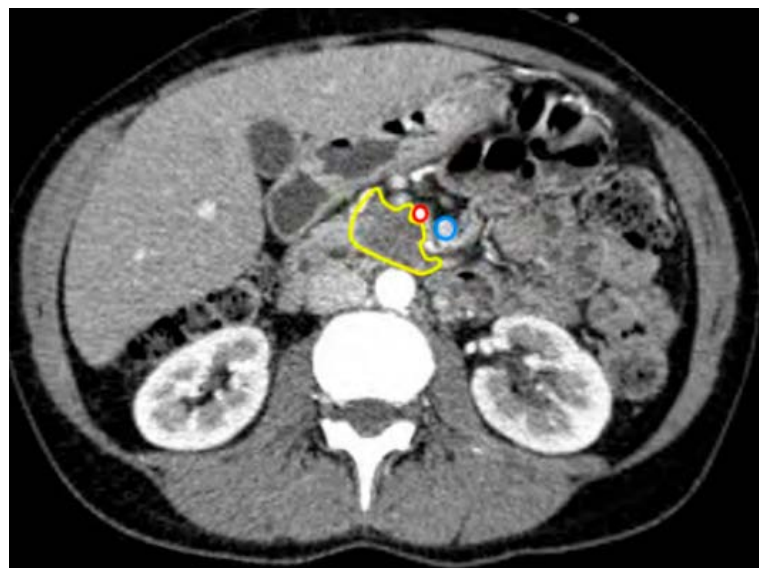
TDM abdominale en coupe axiale, Tumeur de la tête pancréatique (contour jaune) avec contact artériel >180° (AMS en rouge, Tronc porte en bleu) (104): tumeur borderline
